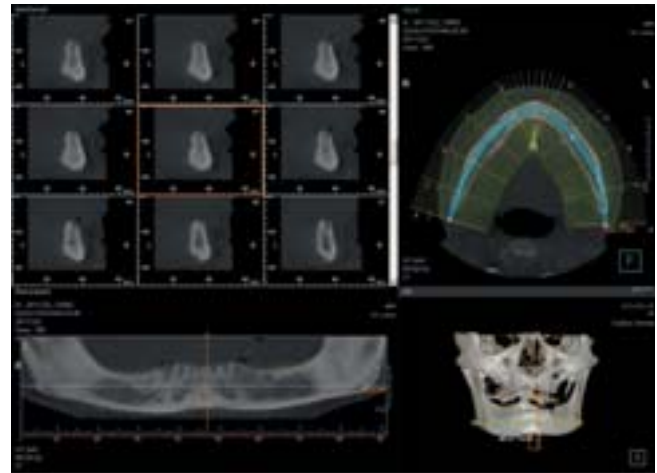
CT-Schnitte des zahnlosen Unterkiefers zur Bestimmung des verfügbaren Knochenvolumens.
